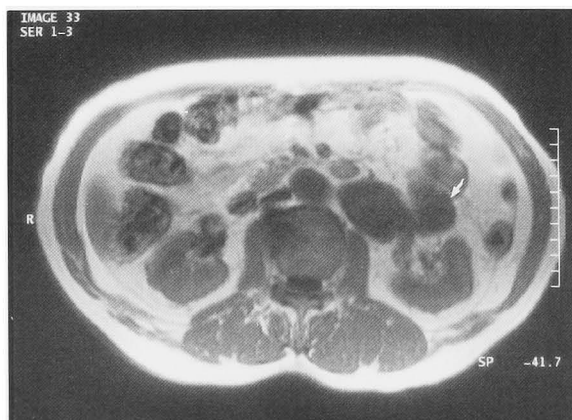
T1-weighted MRI shows a low intensity mass.
